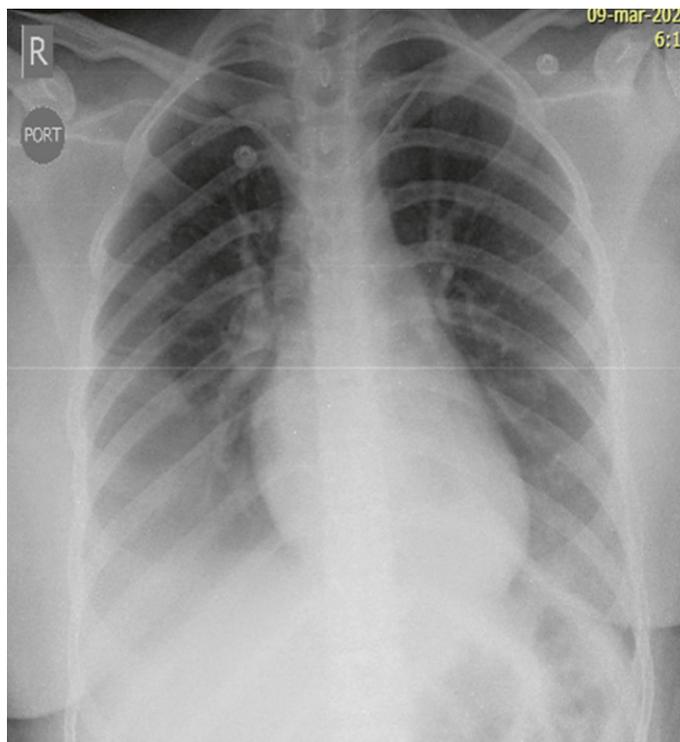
Radiografía de tórax. Edema agudo de pulmón en intoxicación por amlodipino.
